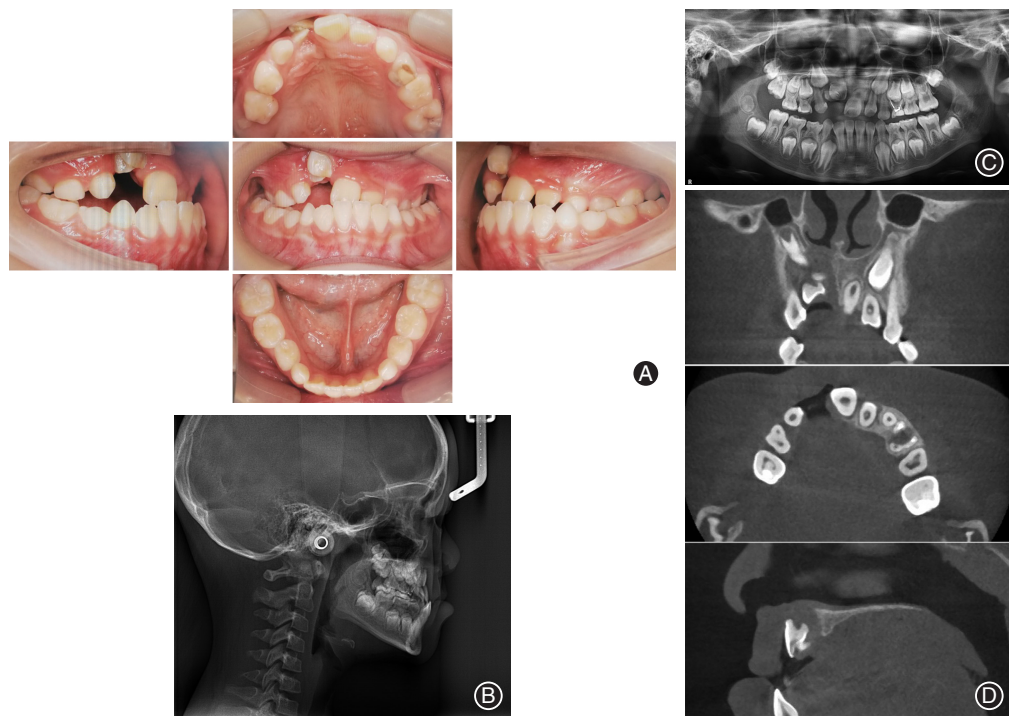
进行性半侧颜面萎缩患儿2020年5月复诊口内相及影像学检查影像。A:口内相;B:侧位片;C:口腔全景曲面体层片;D:锥形束CT(CBCT)影像。
